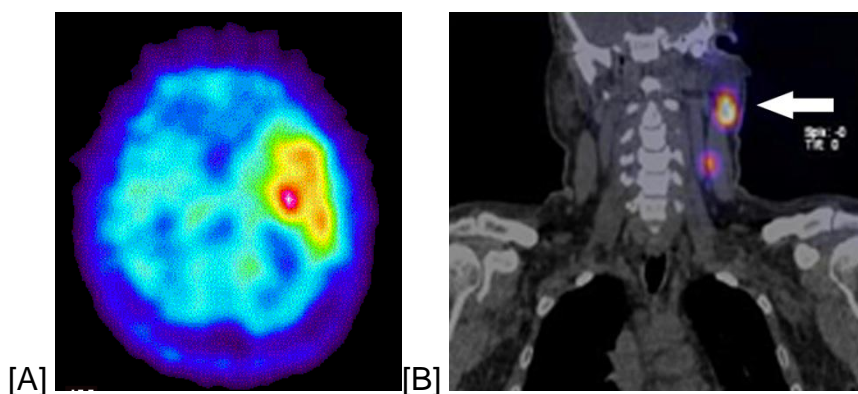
Imagerie SPECT.
